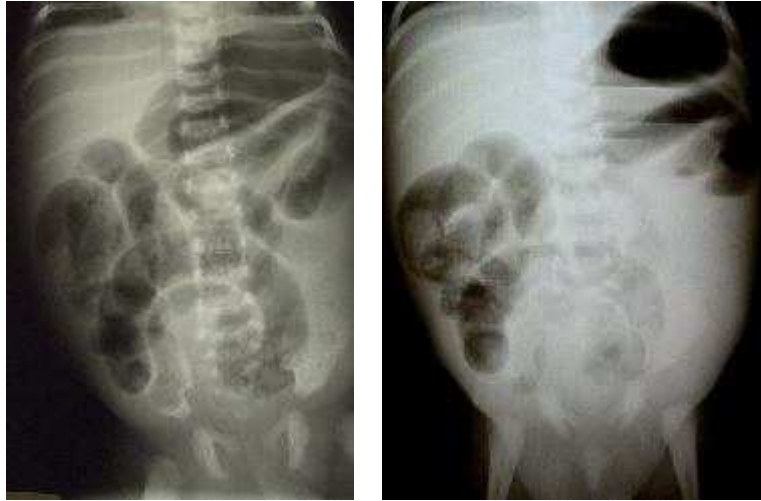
Radiographies d'abdomen sans préparation montrant des signes d'occlusion du grêle chez un nourrisson ayant une hernie inguinale étranglée depuis 24 heures. A gauche, ASP couché, à droite, ASP en position verticale.
